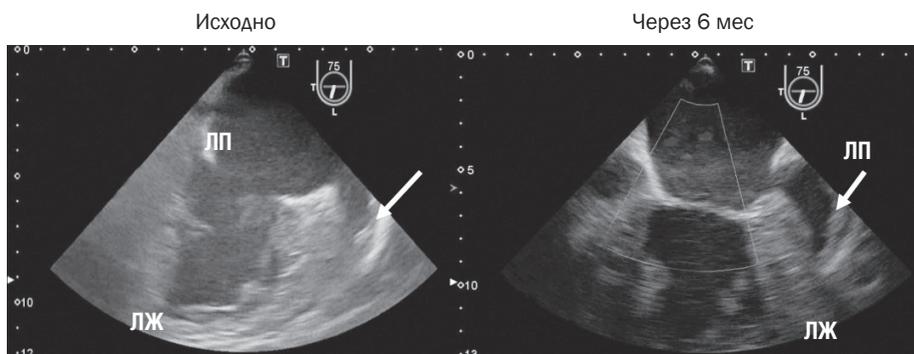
Чреспищеводная эхокардиография при поступлении и в динамике. Стрелкой указано ушко левого предсердия (ЛП), исходно с тромбозом в просвете, через 6 мес тромб не определяется ЛЖ – левый желудочек.
